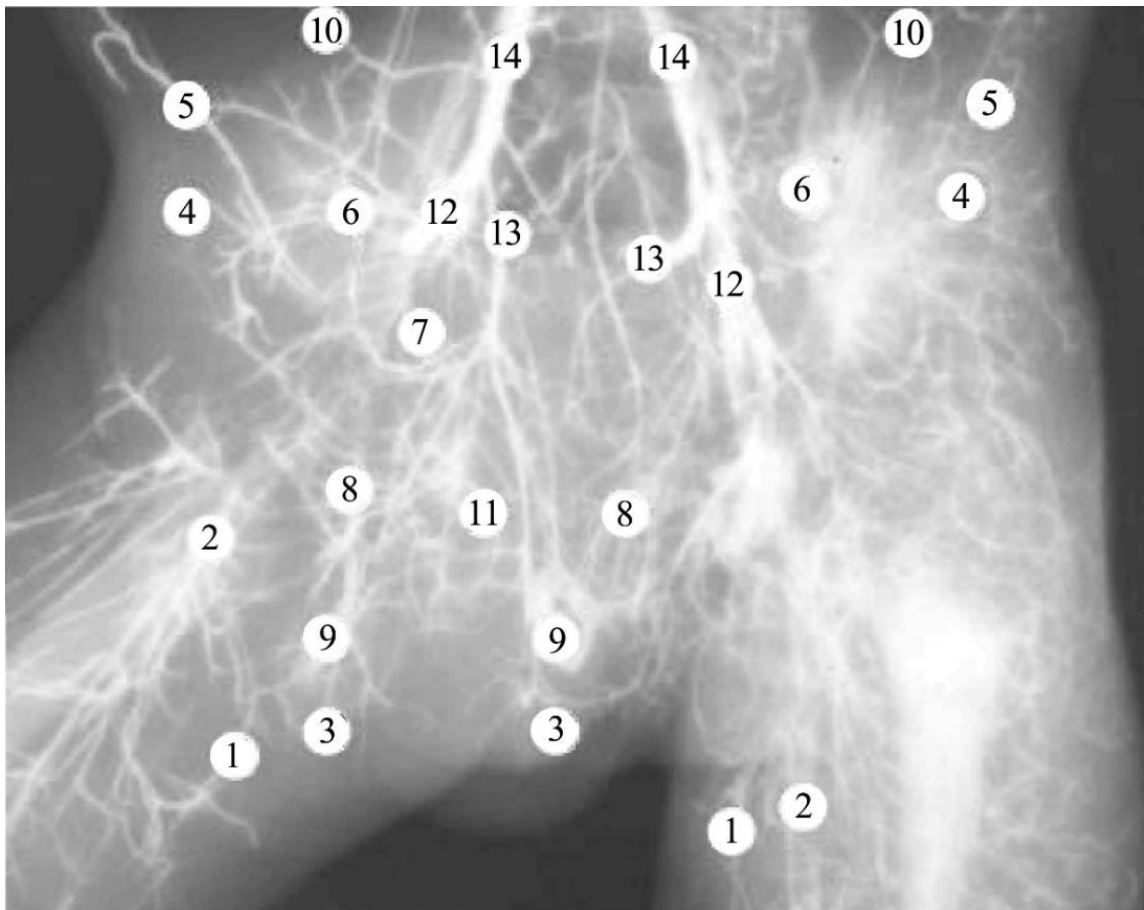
Рентгеновазограма таза і передніх стегнових ділянок плода чоловічої статі 320,0 мм ТКД. Праве стегно відведене. Венозні судини заповнені сумішшю на основі свинцевого сурику. Зб. 2,1^x:
